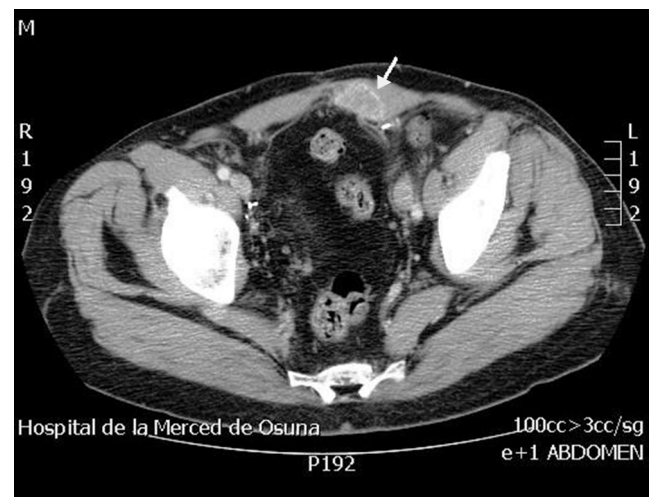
TAC abdominal y pélvica con contraste: se confirma la lesión, bien delimitada, situada en la cara posterior de los rectos abdominales, sin aparente afectación intraperitoneal.
